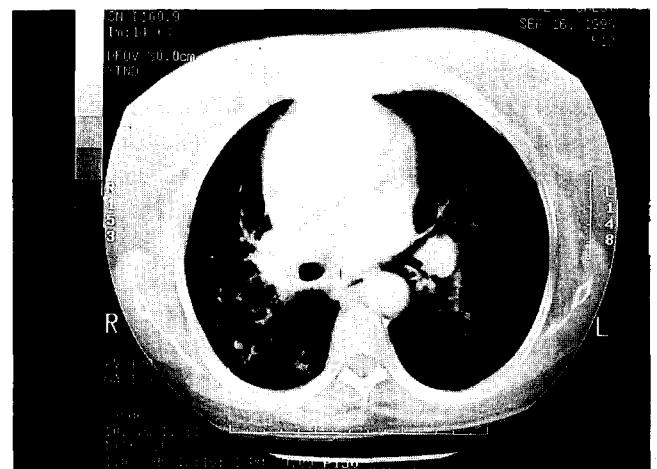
Preoperative chest CT showing dissecting thoracoabdominal aortic aneurysm
